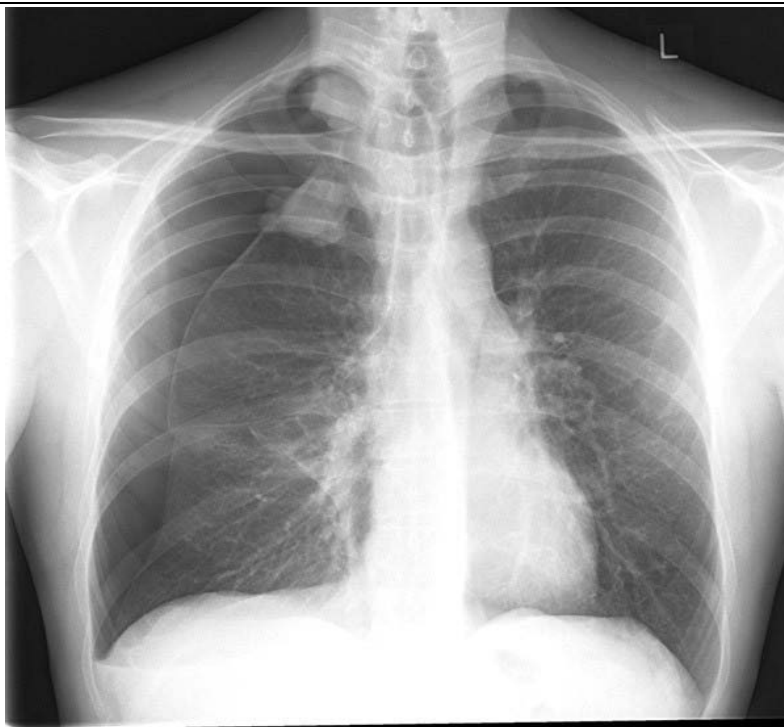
Radiographie du thorax révélant un pneumothorax complet droit [81].
